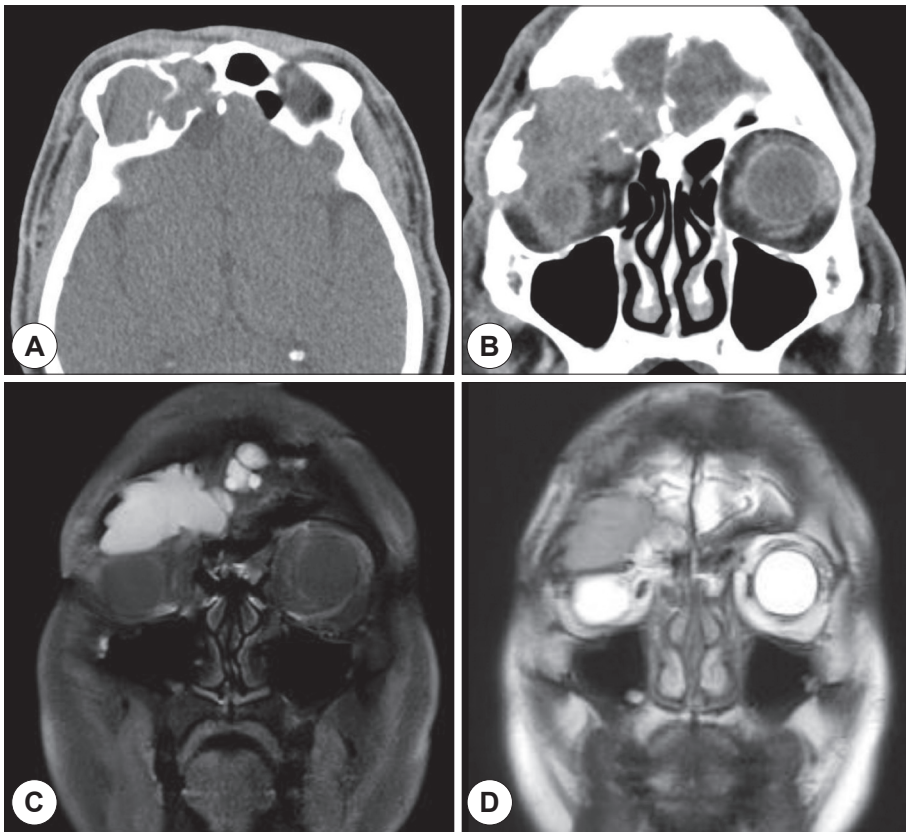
CT scan shows a multiloculated right frontal sinus mucocele with destructed anterior and posterior tables of frontal sinus and defected lamina papyracea. The mass is compressing the superior part of the orbit. (A) axial, (B) coronal. MRI shows the mucocele with high signal intensity in T1 weighted image and intermediate signal intensity in T2 weighted image. (C) coronal, T1, (D) coronal, T2.
